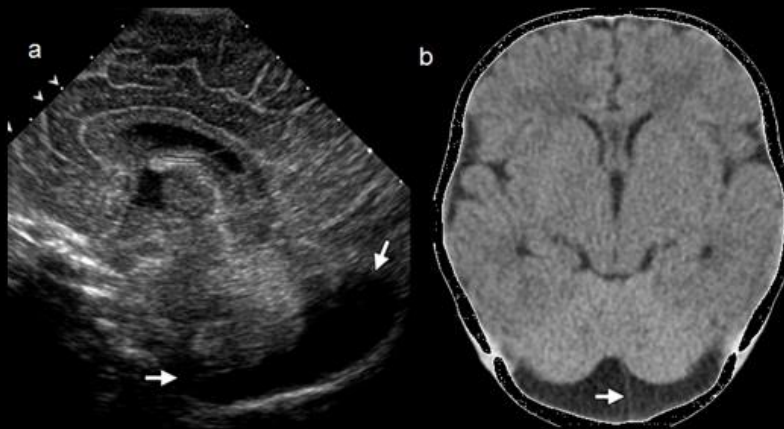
Mega cisterna magna en un paciente con trisomía 21. (a) La ecografía de alta resolución muestra una colección retro-cerebelosa de líquido céfalo-raquídeo (flechas). (b) La imagen de TAC sin contraste muestra la colección retro-cerebelosa hipodensa (flecha).
